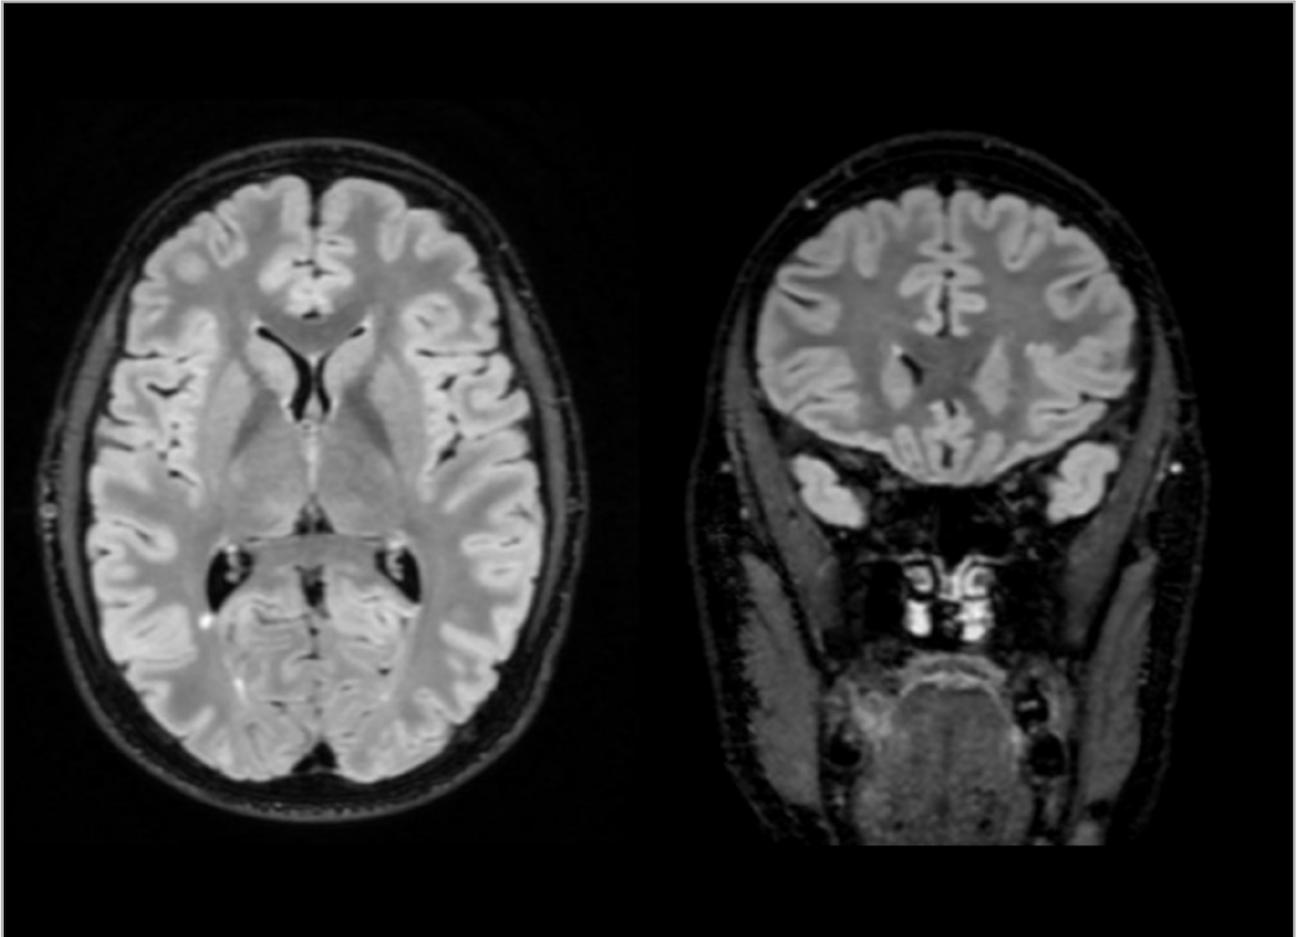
RM cerebral en secuencias FLAIR. Corte axial que muestra una lesión hiperintensa periventricular periatrinal derecha. Corte sagital que muestra una lesión hiperintensa yuxtacortical parasagital frontal izquierda.
